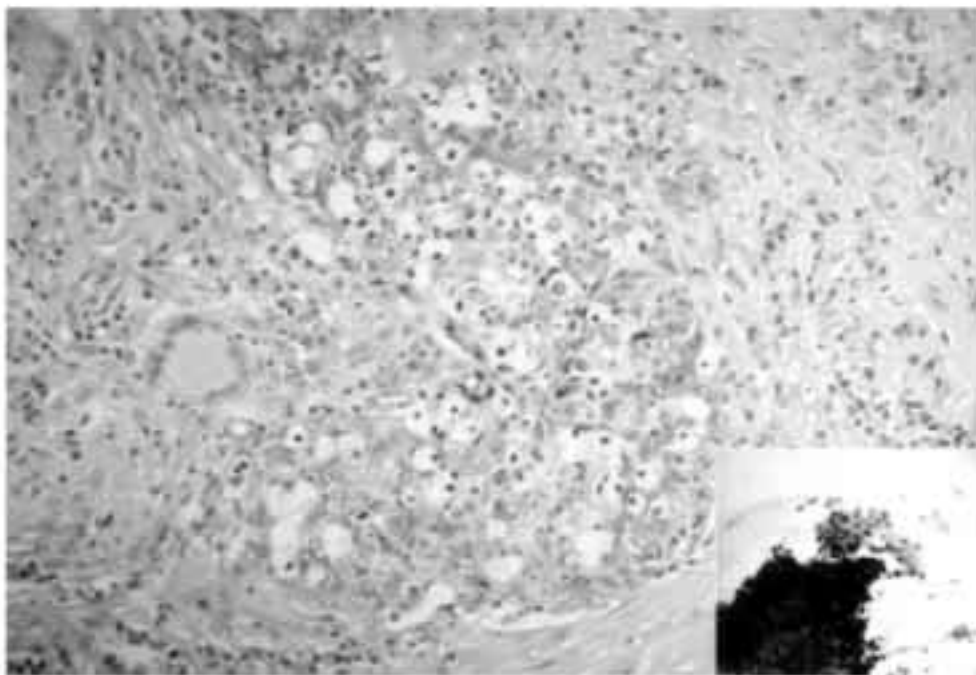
Una donna di 60 anni con un LELC del polmone. Agobiopsia TC-guidata che mostra una larga isola di cellule tumorali epiteliodi infiltrate da un'intensa popolazione di linfociti. Si possono vedere inoltre cellule giganti multinucleate (ematossilina-eosina, x 100 dell'originale; inserto, il TBNA mediante ago citologico ha rivelato soltanto un'inflammatione granulomatosa ed una colorazione negativa per acidi).
